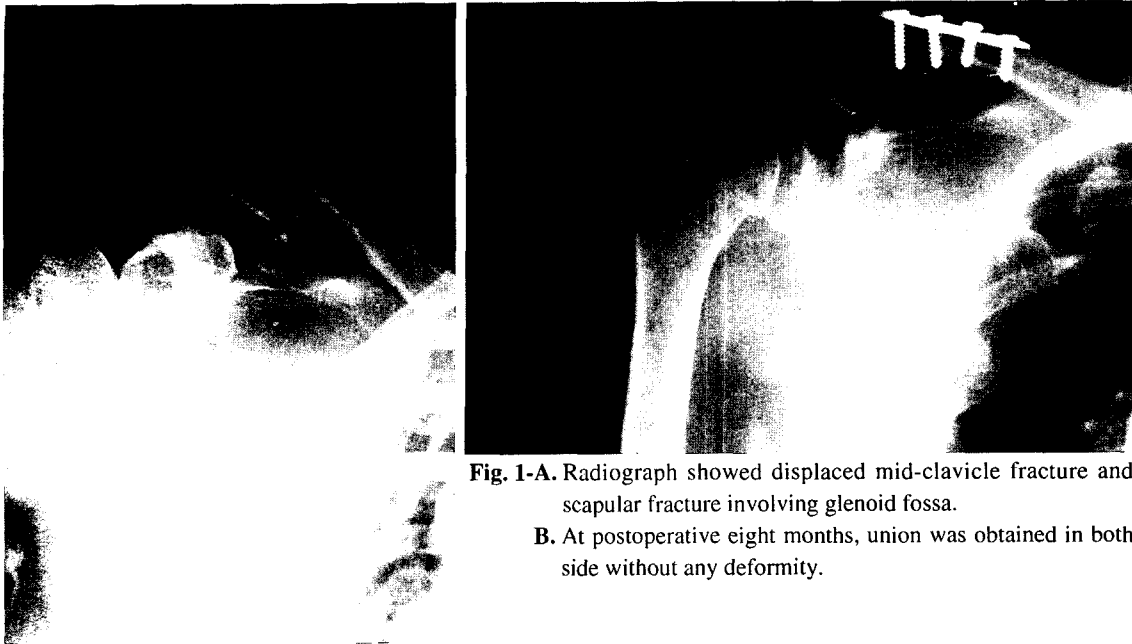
Radiograph showed displaced mid-clavicle fracture and scapular fracture involving glenoid fossa.
